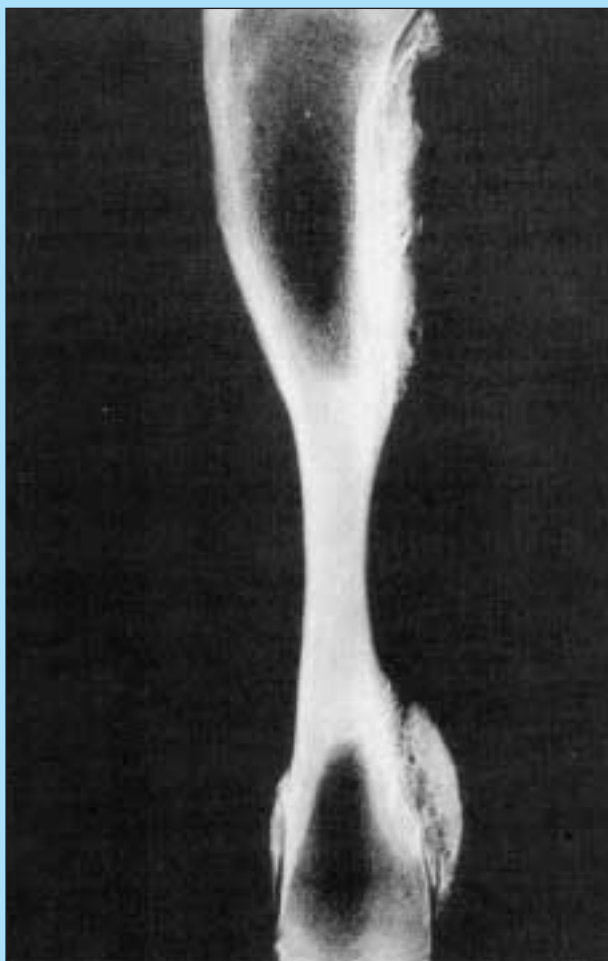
Campione radiografico di una tibia di un cane con osteodistrofia ipertrofica, che mostra aree di formazione di manicotti periostali in corrispondenza delle metafisi distali.
